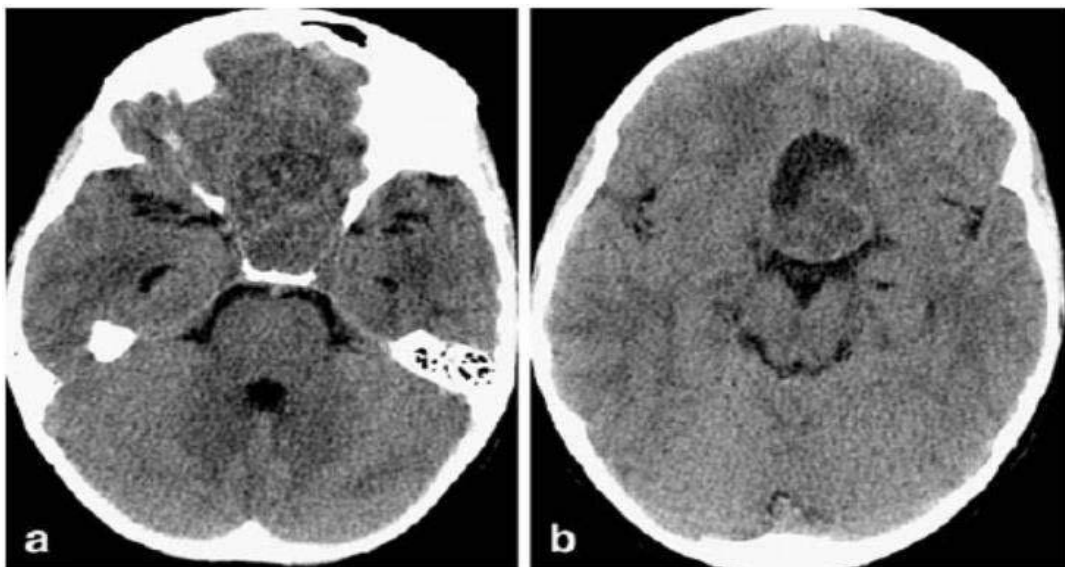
TDM cérébrale (coupe axiale, C-), révélant une masse sellaire, à composante charnue et kystique avec des calcifications périphériques [144].
